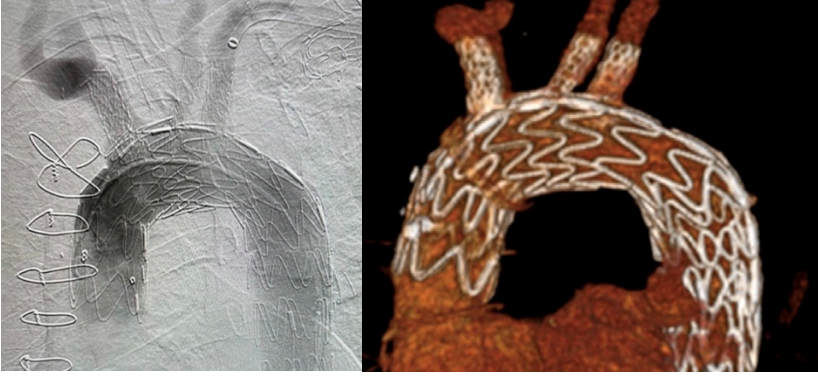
Tübüler greft içine konumlandırılan torasik stent ve supra-aortik dallara (brakioyosefalik trunkus, sol karotis, sol subklavyen) kaplı stentlerle sağlanan üçlü in situ fenestrasyonun postoperatif anjiyografisi. İşlem sonrası 6. ay 3 boyutlu kontrastlı BT rekonstrüksiyonu. (6)
